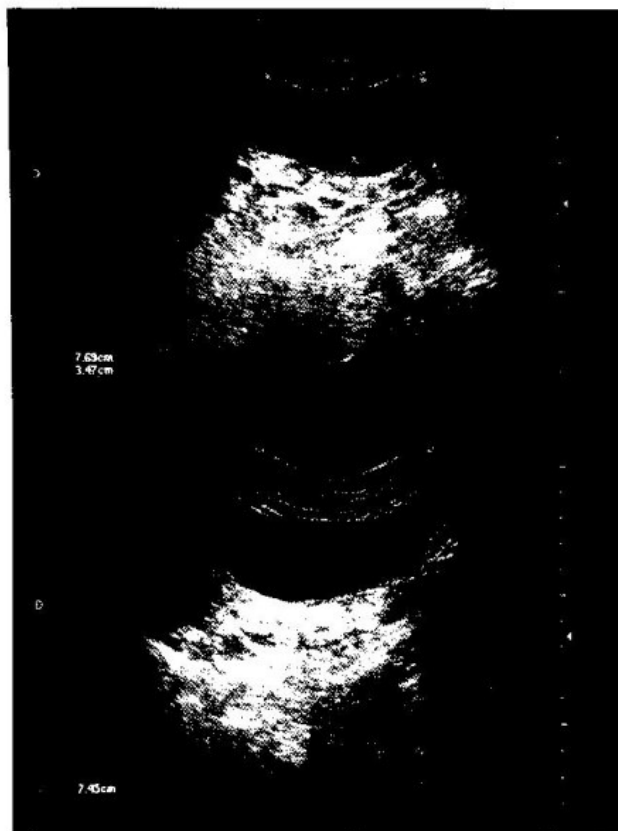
A ecografia pélvica demonstra imagem ovóide, quística, com ecos endoluminais, com 7,7 cm x 3,5 cm de maiores eixos, localizada à área anexial direita, em topografia alta e apenas visualizada na abordagem supra-púbica.
